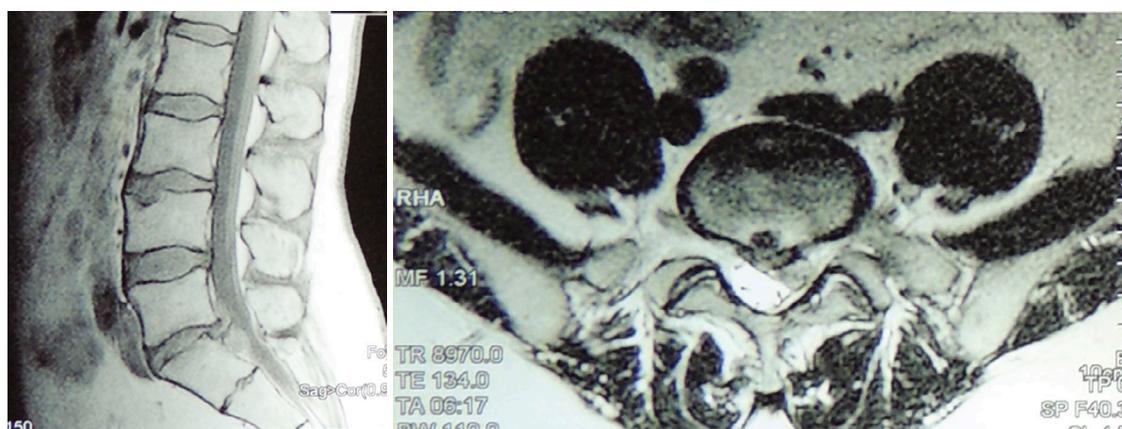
МРТ до пункционной нуклеопластики диска L5-S1
